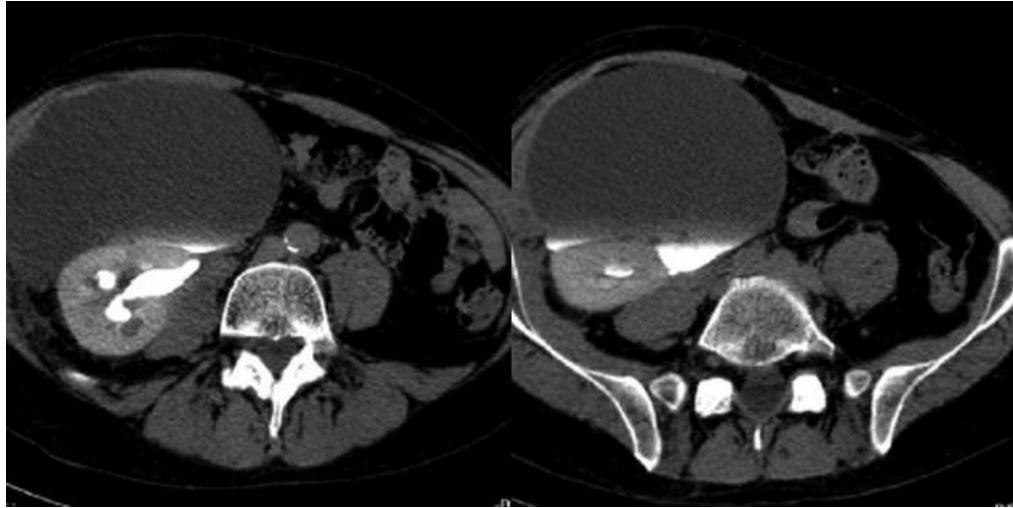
Coupes axiales de TDM abdominale au temps excrétoire après injection de produit de contraste: collection périrénale avec extravasation du produit de contraste au niveau de la collection.
